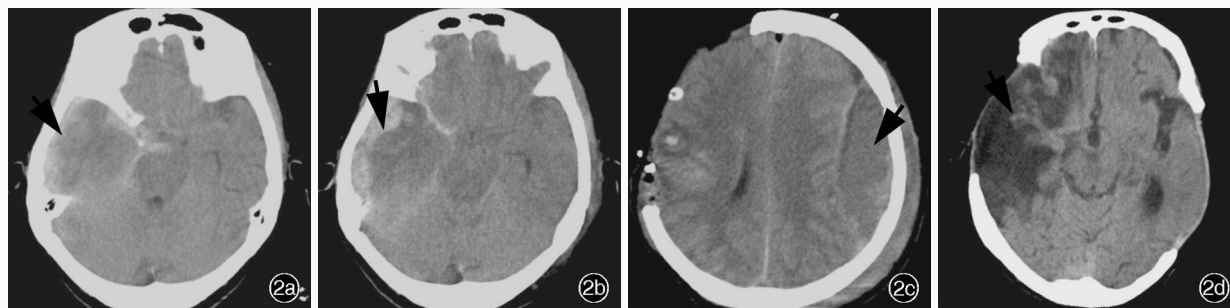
例 2 患者头部 CT 检查所见 2a 入院即刻横断面 CT 显示,右侧颞顶部硬膜下血肿,蛛网膜下腔出血(箭头所示) 2b 入院后 2 小时横断面 CT 显示,右侧颞顶部硬膜下血肿明显增加(箭头所示) 2c 术后即刻横断面 CT 显示,对侧顶部新发巨大硬膜外血肿(箭头所示) 2d 出院时横断面 CT 显示颅内出血吸收,右侧颞叶大片软化灶(箭头所示)
